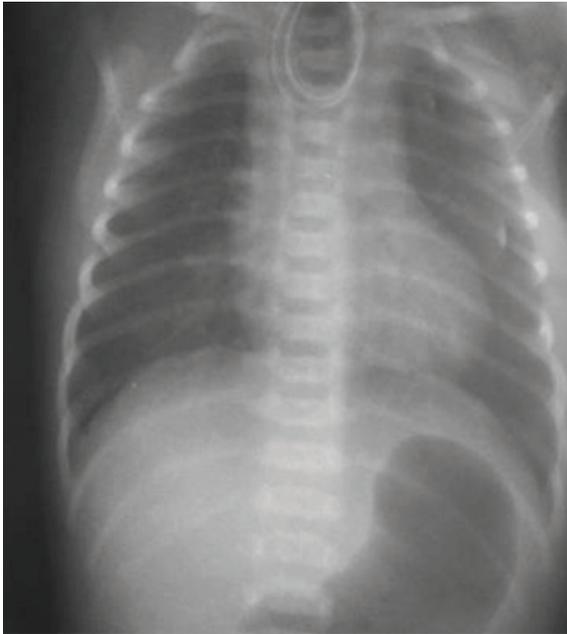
Radiografia torácica típica de atresia esôfago. Sonda enrolada no topo proximal do esôfago; provável fistula traqueo-esofágica uma vez que se visualiza a câmara de ar gástrica.
